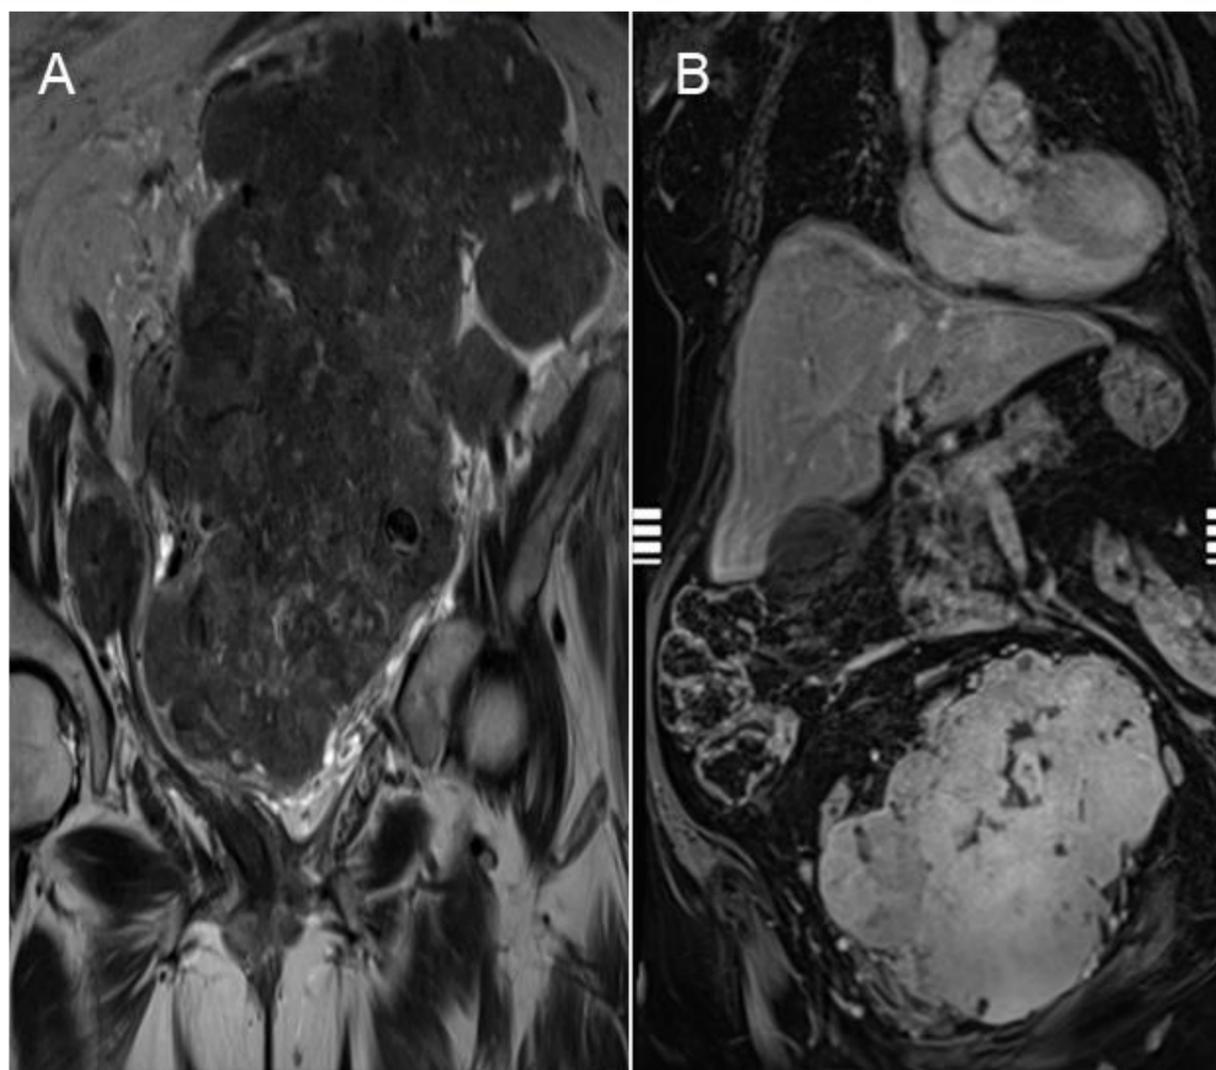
Imágenes coronales potenciada en T2 (A) y adquisición dinámica multifase T2-3D tras administración de contraste (B) de RM pélvica de la paciente de la figura 9.
